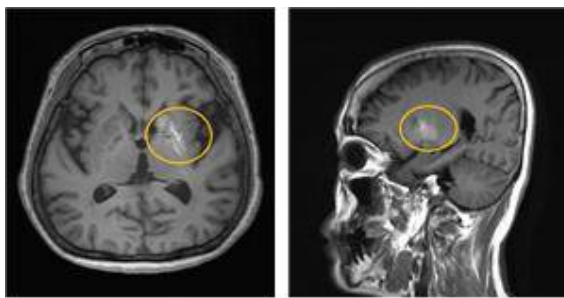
Brain magnetic resonance imaging - T1 weighted image - high signal at Lt. BG (putamen).
